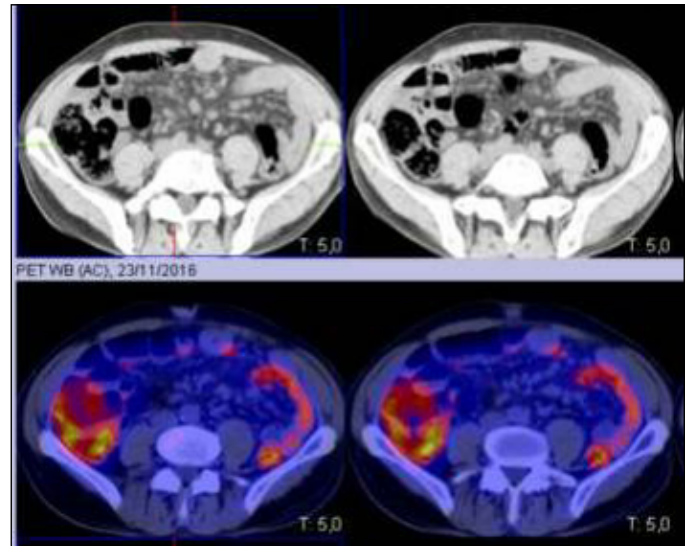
PET-TC realizado en 2016 donde se describe la presencia de adenopatías retroperitoneales y mesentéricas no captantes, sin poder descartar la posibilidad de afectación neoplásica linfoide madura indolente.
